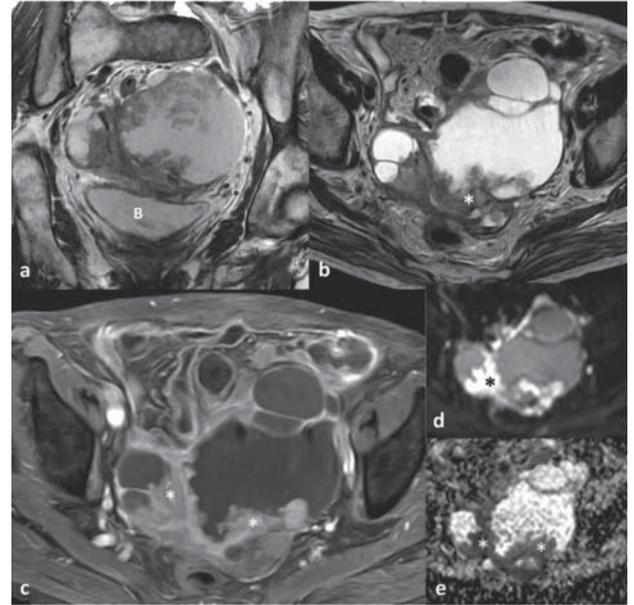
МРТ органов малого таза у пациентки с серозной карциномой яичников [17]:
